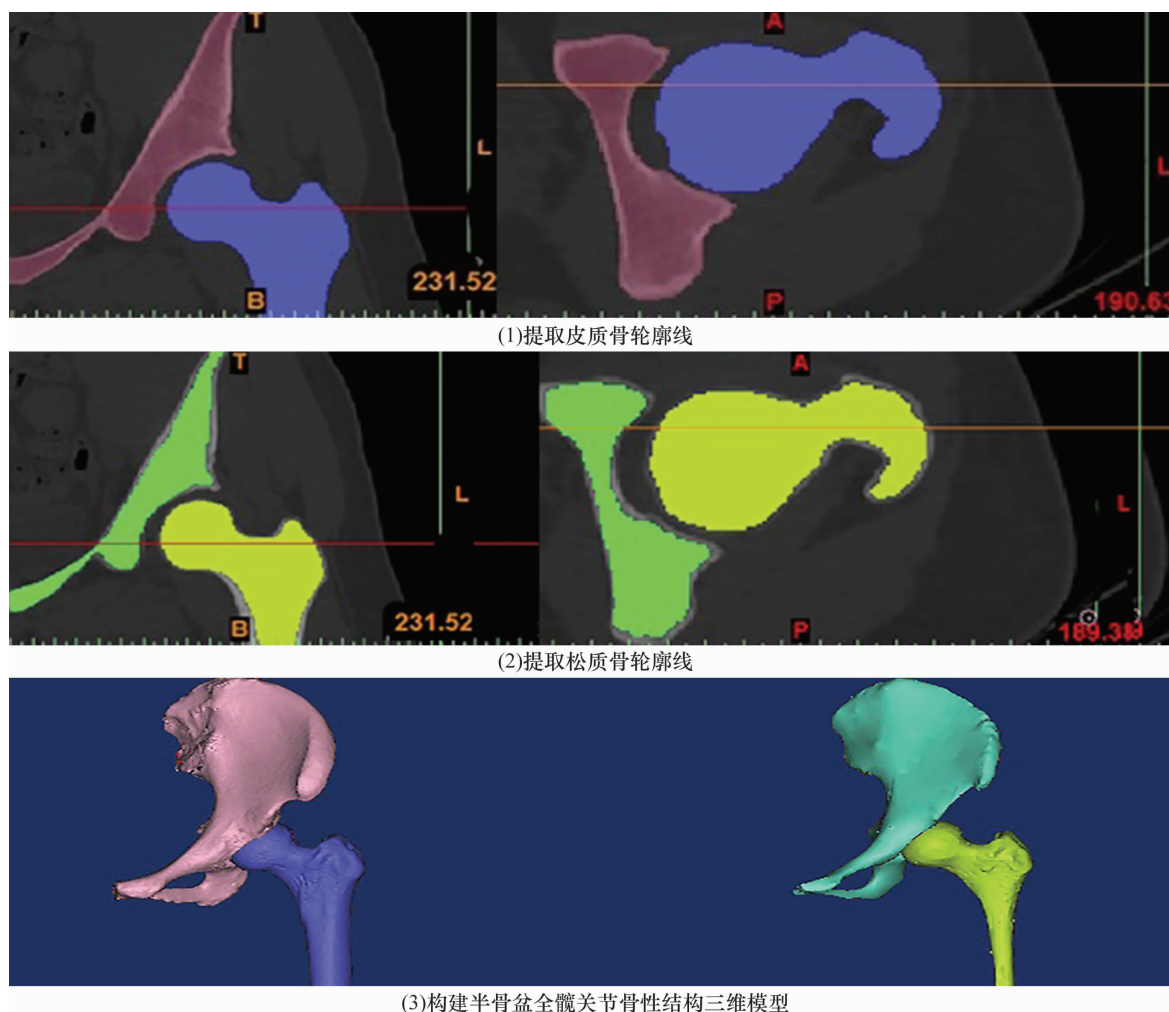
基于 CT 数据构建的半骨盆全髋关节骨性结构三维模型
